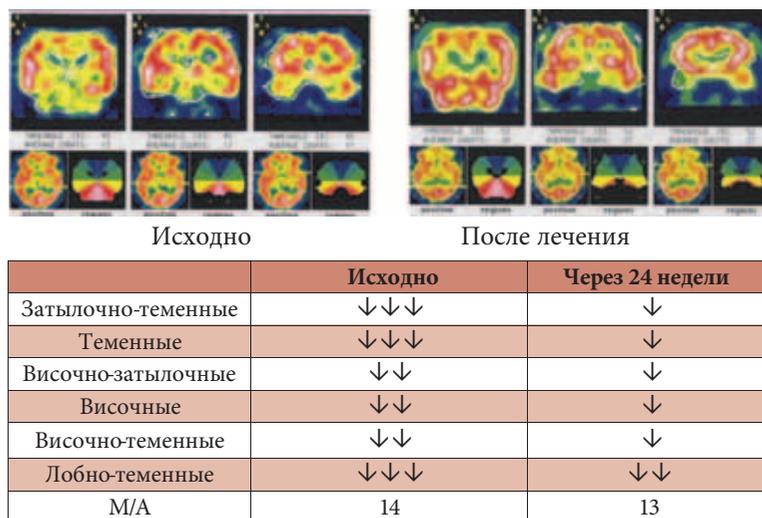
Динамика изменений перфузии головного мозга у пациентов с МС (n = 20) на фоне терапии Небилетом
